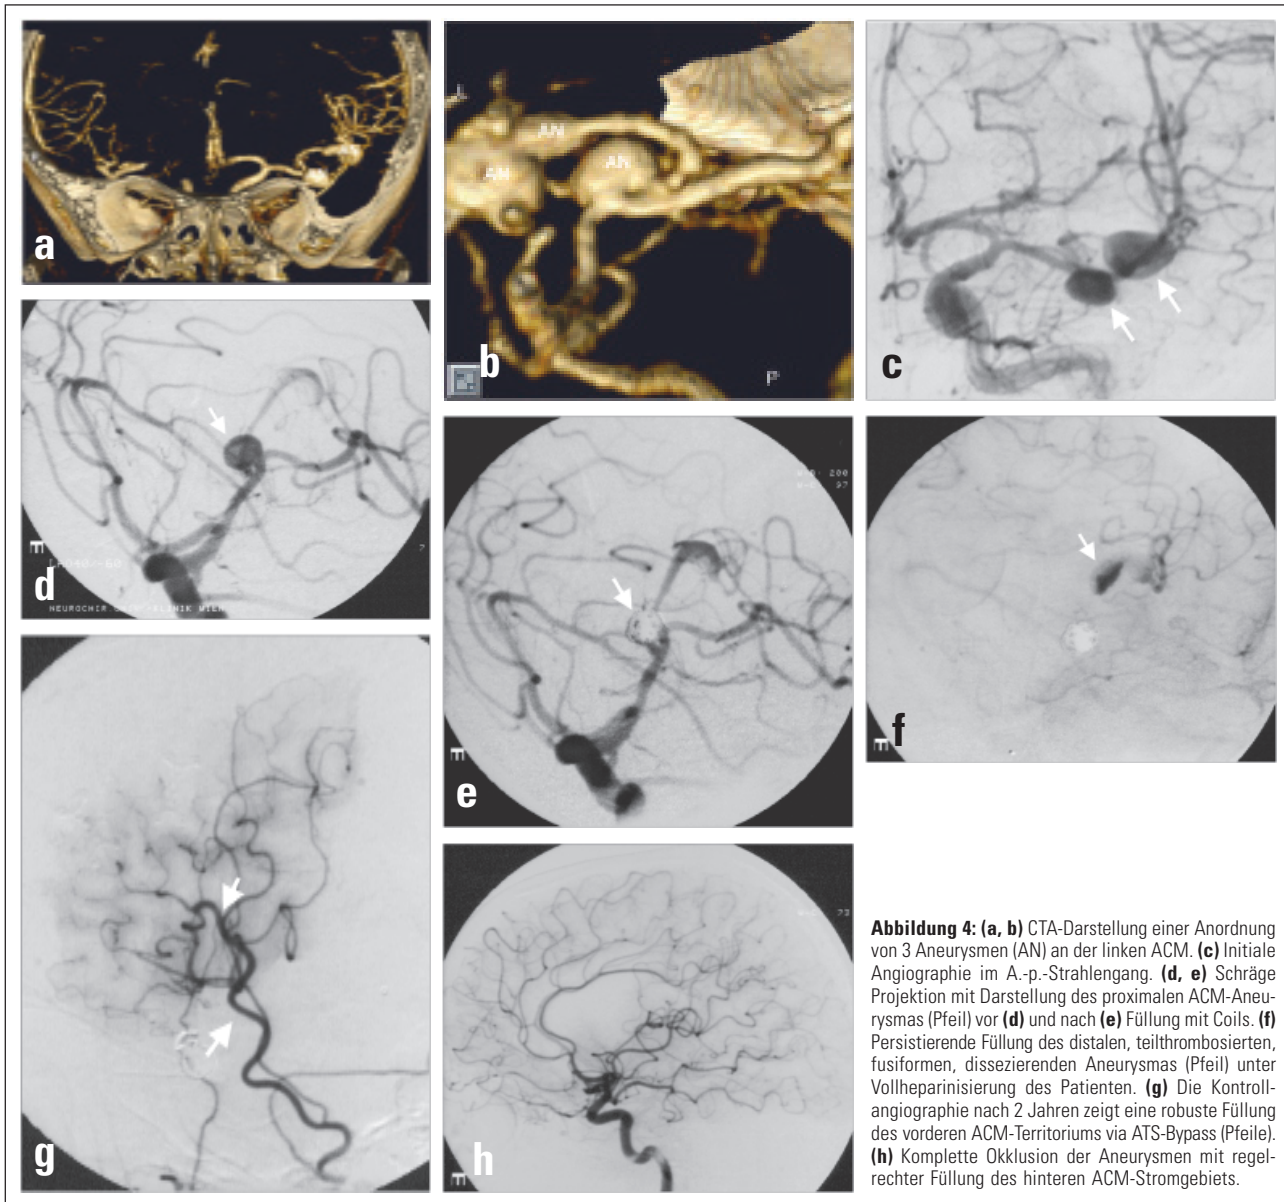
(a, b) CTA-Darstellung einer Anordnung von 3 Aneurysmen (AN) an der linken ACM. (c) Initiale Angiographie im A.-p.-Strahlengang. (d, e) Schräge Projektion mit Darstellung des proximalen ACM-Aneurysmas (Pfeil) vor (d) und nach (e) Füllung mit Coils. (f) Persistierende Füllung des distalen, teilthrombosierten, fusiformen, dissezierenden Aneurysmas (Pfeil) unter Vollheparinisierung des Patienten. (g) Die Kontrollangiographie nach 2 Jahren zeigt eine robuste Füllung des vorderen ACM-Territoriums via ATS-Bypass (Pfeile). (h) Komplette Okklusion der Aneurysmen mit regelrechter Füllung des hinteren ACM-Stromgebiets.
